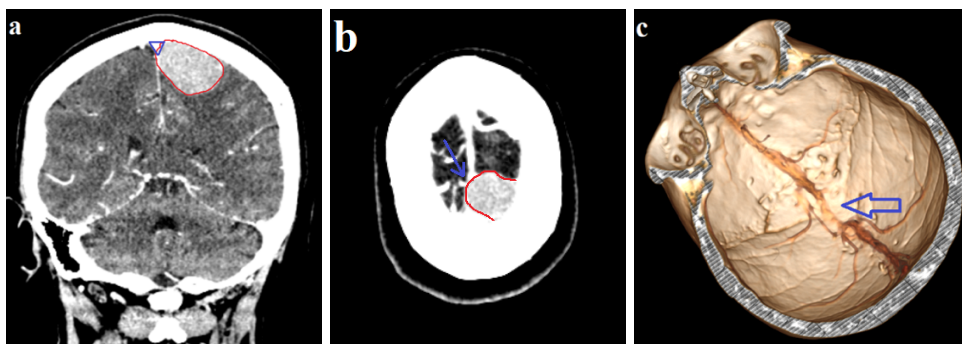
Передопераційна СКТ – ангиографія судин головного мозку. (a) фронтальна проекція. Червоний контур вказує кордони пухлини із розповсюдженням на латеральну стінку ВСС. Синій контур вказує кордони ВСС. (b) Аксіальна проекція. Червоний контур вказує кордони пухлини. Синя стрілка вказує на стенозування ВСС. (c) 3D реконструкція із візуалізацією судин підтверджує ураження іпсилатеральної стінки ВСС зі збереженням кровотоку по ВСС.
